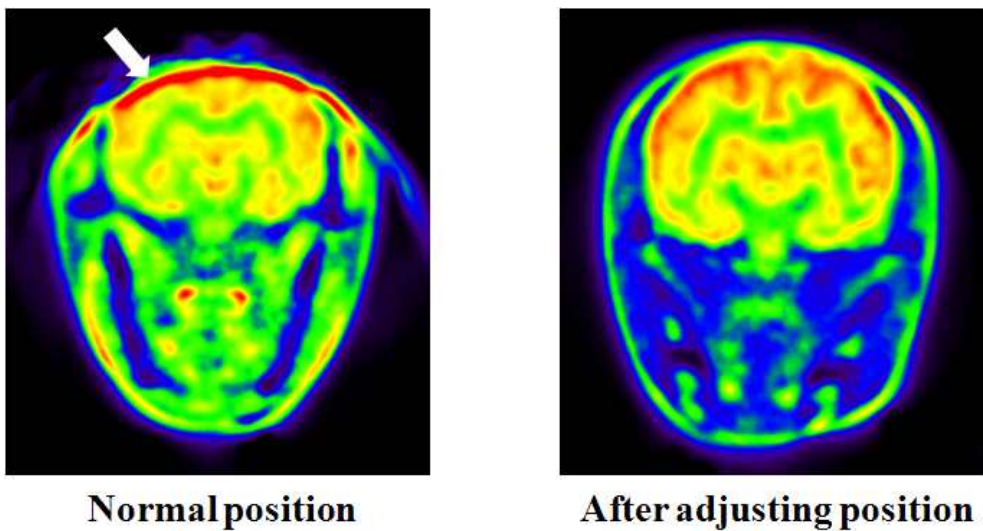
Cynomolgus 원숭이의 FDG이용 PET 촬영 기술 개발
